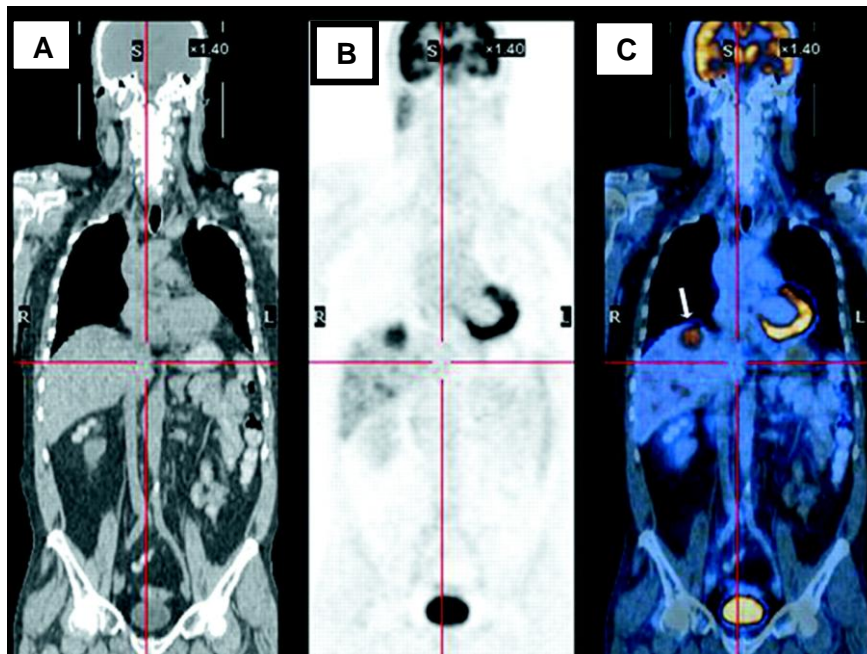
Imagem de tomografia computadorizada (A), imagem de PET (B) e fusão das duas imagens (C) que fornece uma maior precisão da localização do tumor (FINGER *et al.*,2005).
